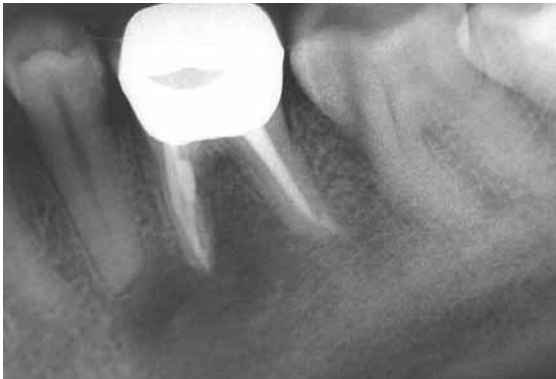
Röntgenbild der Wurzelfüllung aus thermoplastischem Material nach mehrmaligem Wechsel der medikamentösen Einlage mit Kalziumhydroxid. Ab dem dritten Termin waren die Kanäle frei von Blut und Pus.
